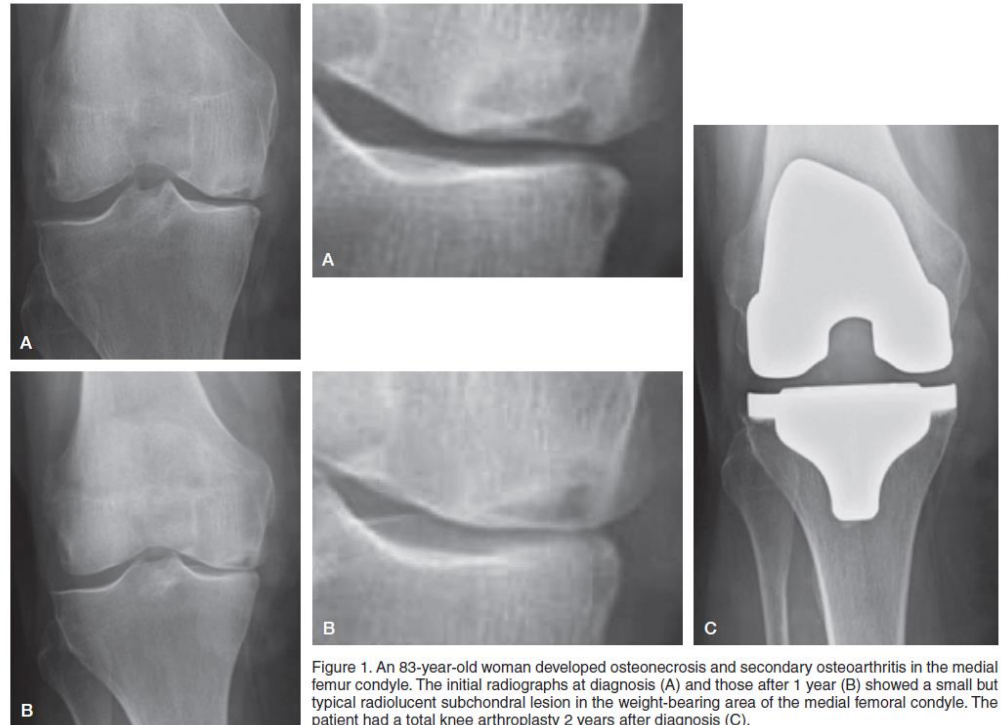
An 83-year-old woman developed osteonecrosis and secondary osteoarthritis in the medial femur condyle. The initial radiographs at diagnosis (A) and those after 1 year (B) showed a small but typical radiolucent subchondral lesion in the weight-bearing area of the medial femoral condyle. The patient had a total knee arthroplasty 2 years after diagnosis (C).
